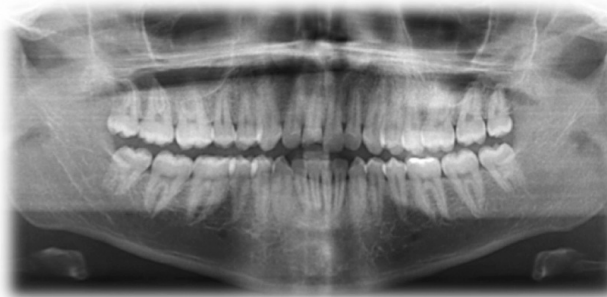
Ortopantomografía de paciente de 19 años de edad.
